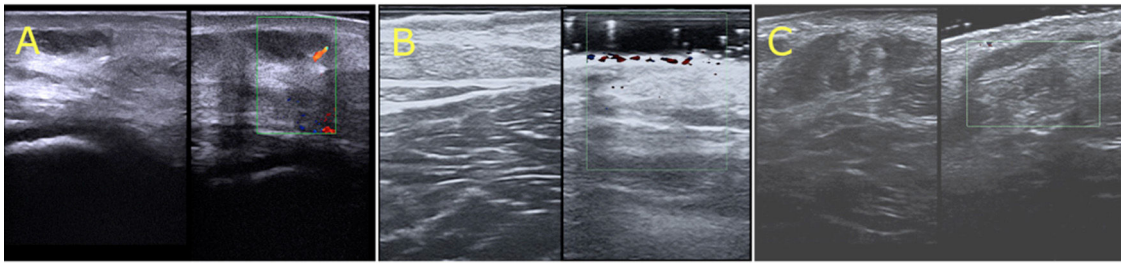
Imágenes ecográficas de malformaciones venosas verrucosas (MVV). A. Ecografía cutánea (22 MHz) del caso 1. Epidermis engrosada e hiperecogénica, dermis hipoeecogénica, canales vasculares hipoeecóicos en la dermis y el tejido celular subcutáneo, sin señal de color Doppler. B. Ecografía cutánea (22 MHz) del caso 2. Epidermis engrosada e hiperecogénica con presencia de canales vasculares en la dermis superficial y profunda, sin señal de color Doppler. C. Ecografía cutánea (22 MHz) que muestra una epidermis hiperecogénica, una disminución de la ecogenicidad de la dermis y una pérdida de la definición dermohipodérmica. El tejido celular subcutáneo se observa engrosado y heteroecóico, en ausencia de señal de color Doppler.
